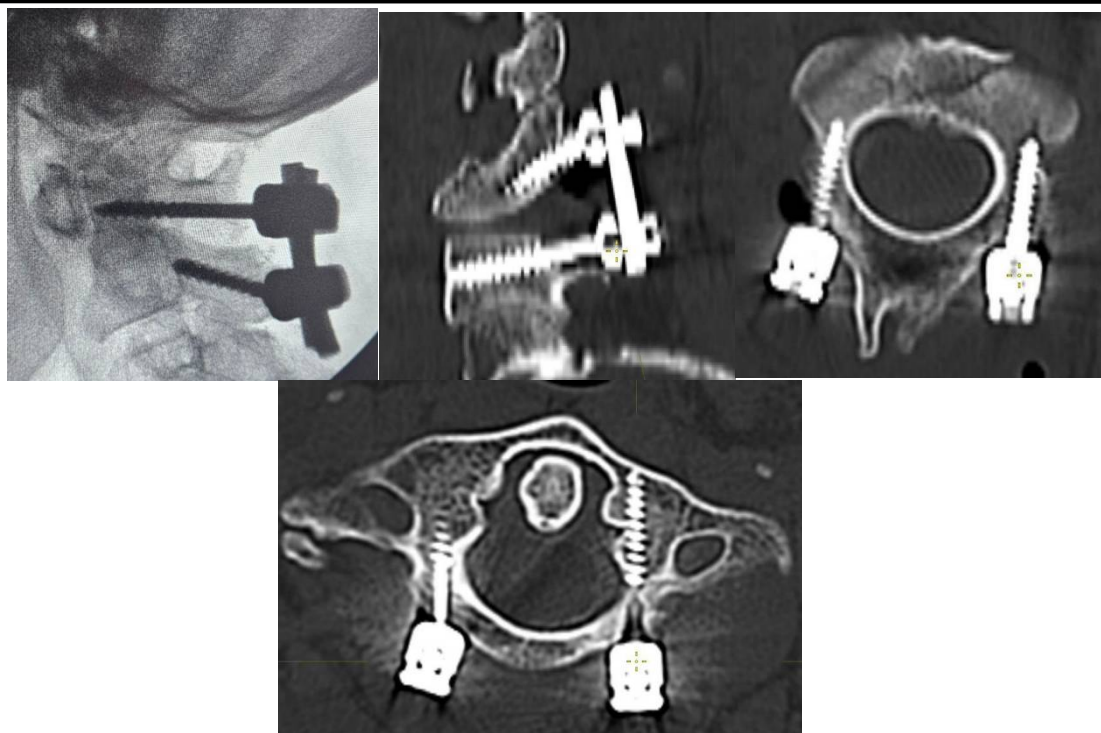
Интраоперационная рентгеносопия и Послеоперационная МСКТ: иллюстрирующая восстановленную анатомию C1-C2 и корректное положение установленных винтов.
